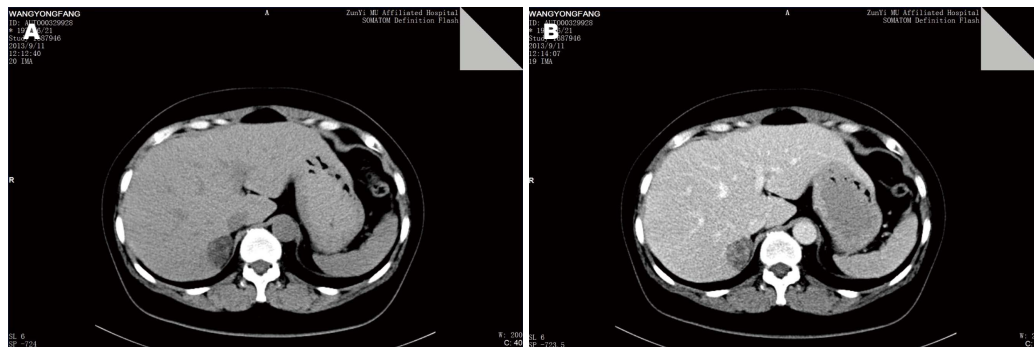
右肝后叶肝细胞腺瘤的CT表现. A: CT平扫右叶后下段可见类圆形低密度影,密度欠均匀,边界清楚; B: CT增强病灶呈结节状持续强化。
